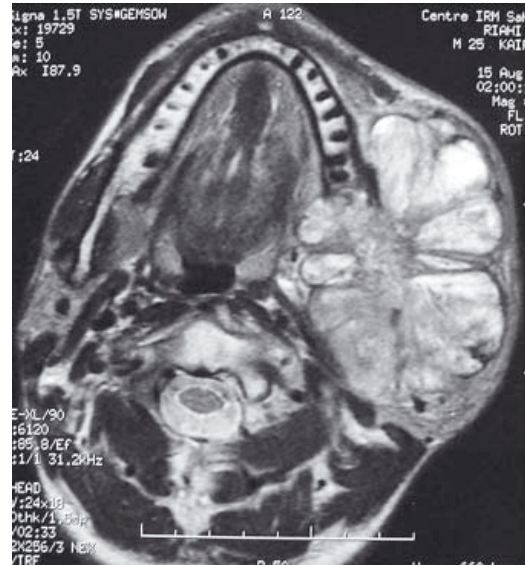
IRM coupe axiale en pondération T2 : ostéolyse de l'angle mandibulaire gauche ayant un aspect polylobé (cas 5).
